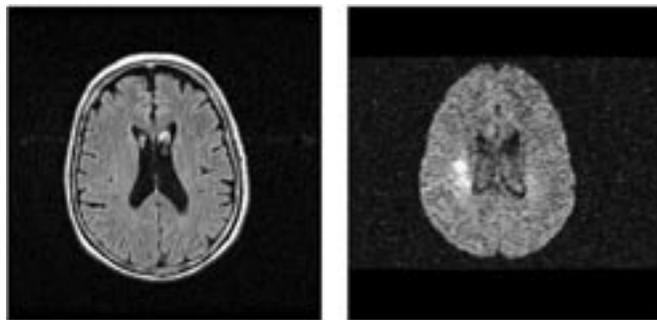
МРТ головного мозга пациента в режимах FLAIR (слева) и DWI (справа).
